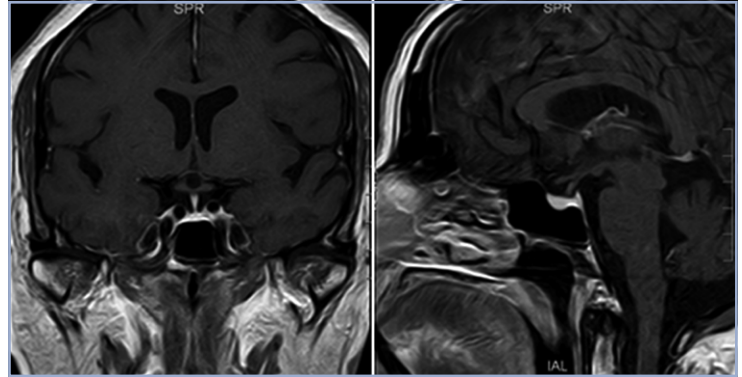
Resonancia magnética de silla turca con contraste con gadolinio. Se observa la glándula hipófisis de tamaño y captación del contraste normal. Tallo hipofisario en línea media de aspecto normal.
